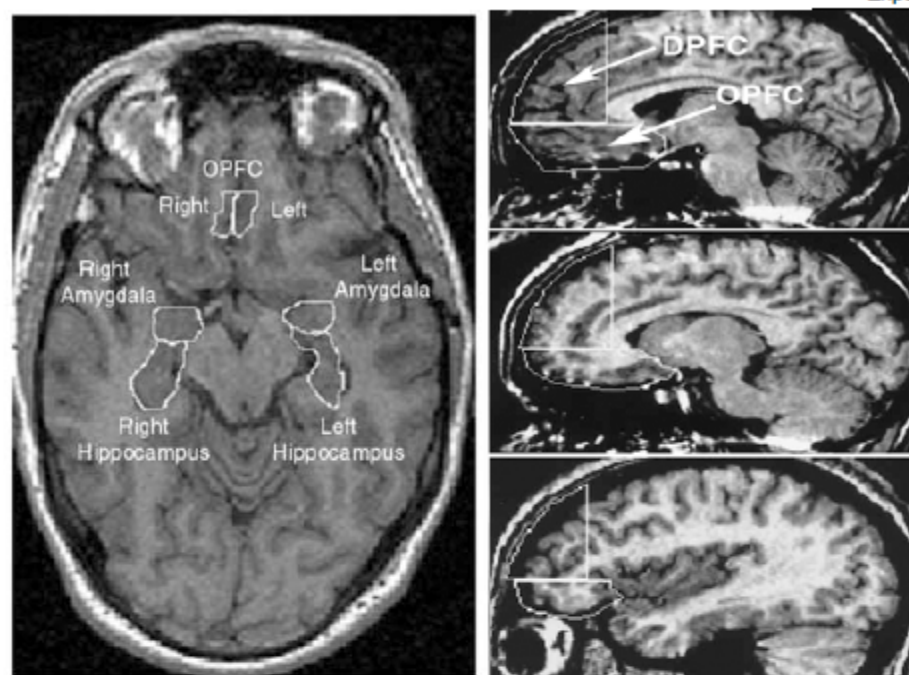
Ilustración creada a partir de una plantilla de RMN (MRIcro; Rorden & Brett, 2000) las regiones de interés del presente estudio y sus límites neuroanatómicos. Izquierda: vista axial de la amígdala, hipocampo y corteza prefrontal orbital (OPFC). Derecha: vista sagital mostrando la delimitación en distintos cortes de las regiones prefrontales dorsal (DPFC) y de OPFC.
